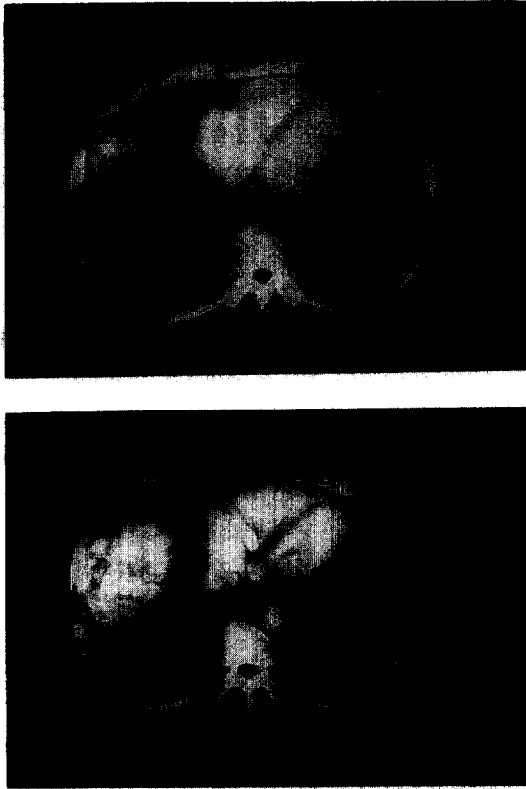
Preoperative Chest CT scan at 3 yrs(A) and 1 wk(B) before operation.
